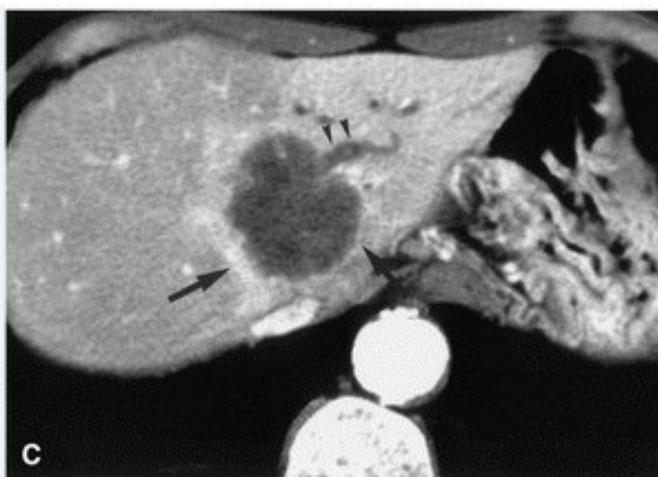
CT-Aufnahme eines iCCCs vom Mass-Forming-Typ in der venösen Phase. Wie in der arteriellen Phase zeigt sich eine Kontrastverstärkung am Rande des Tumors (große Pfeile). Zusätzlich ist eine Dilatation eines intrahepatischen Gallenganges im linken lateralen Segment der Leber zu sehen (kleine Pfeile). Aus „Imaging of intrahepatic and hilar cholangiocarcinoma“, B. I. Choi et al. [41]
